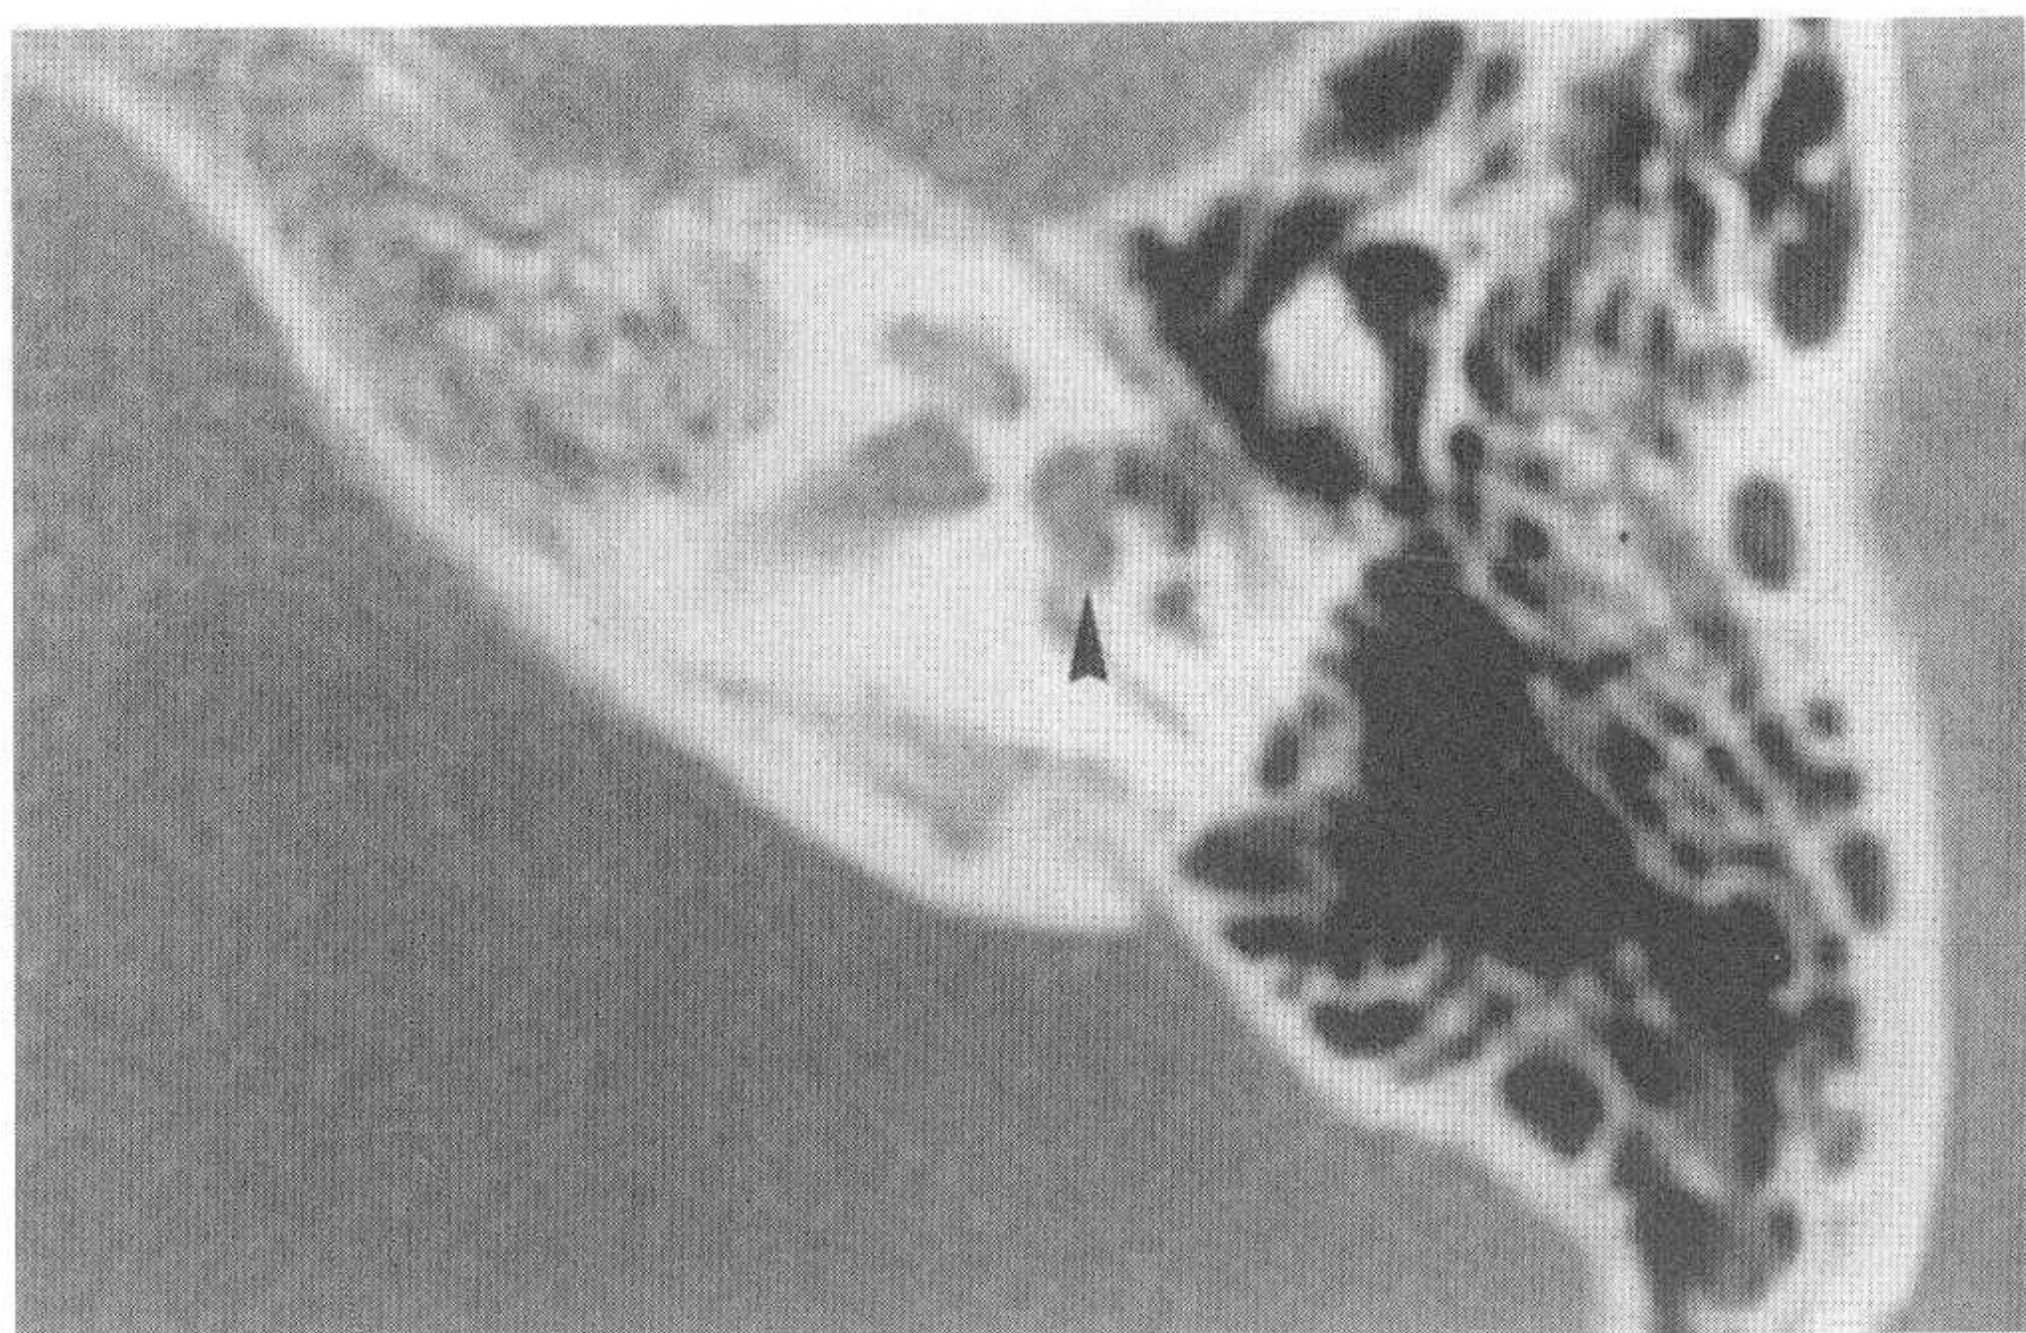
对应正常颞骨CT图像 (小箭头示水平半规管)
